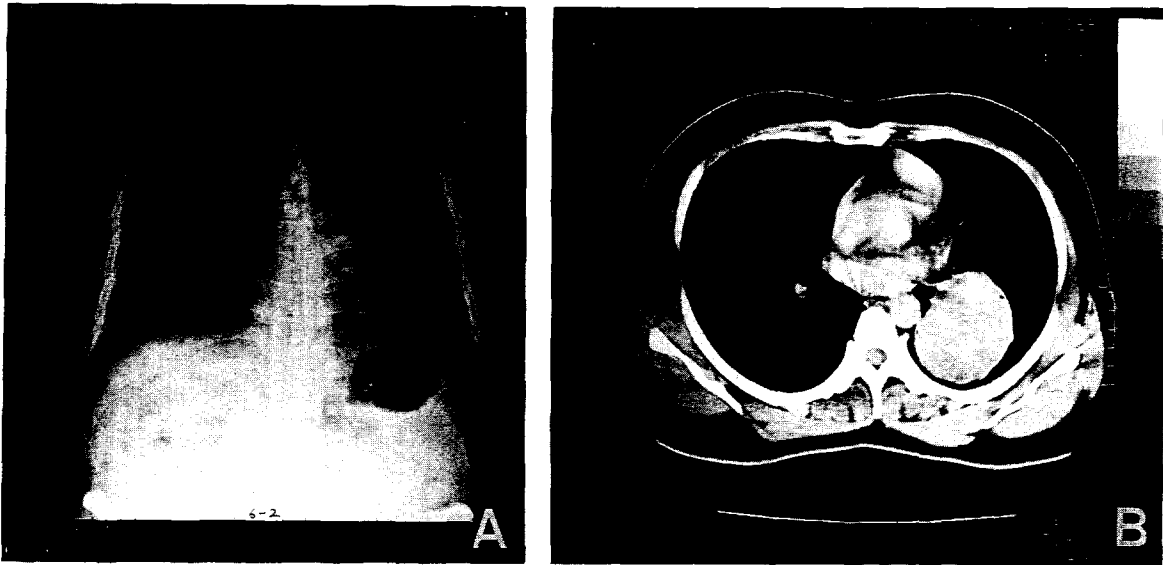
A round well circumscribed homogenous mass is present at left lung revealed on Chest PA X-ray(A) and CT scan(B).
